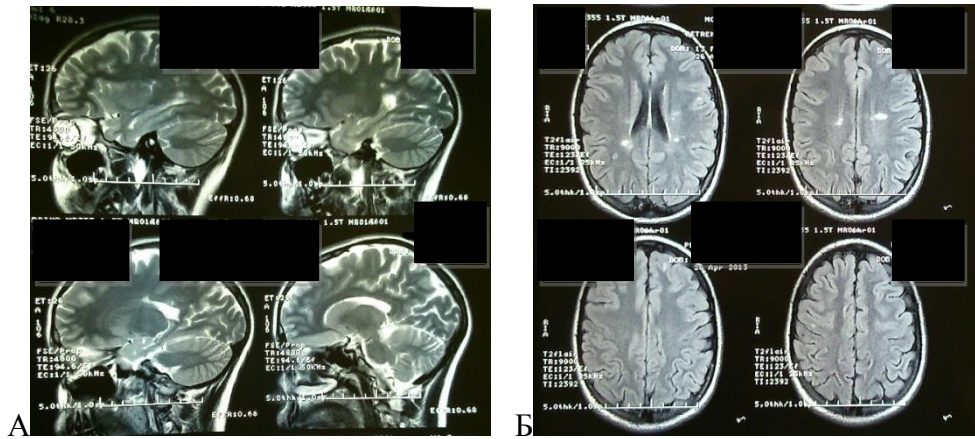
МРТ головного мозга пациентки С., 13 лет. Диагноз: РРРС, период ремиссии (через 6 месяцев). А -Т2-ВИ, Б- FLAIR-ИП
